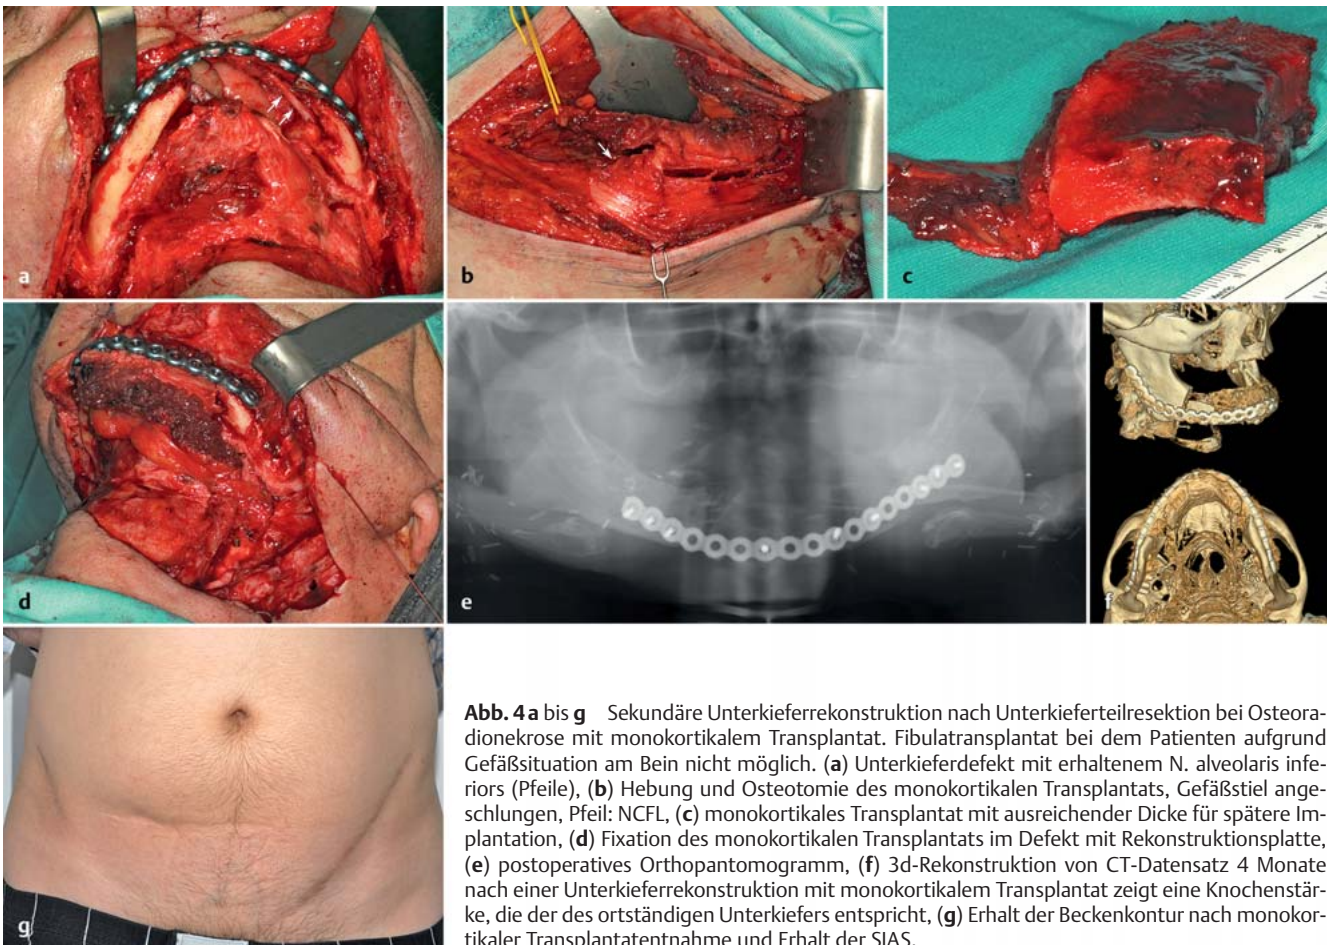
a bis g Sekundäre Unterkieferrekonstruktion nach Unterkieferresection bei Osteoradionekrose mit monokortikalem Transplantat. Fibulatransplantat bei dem Patienten aufgrund Gefäßsituation am Bein nicht möglich. (a) Unterkieferdefekt mit erhaltenem N. alveolaris inferioris (Pfeile), (b) Hebung und Osteotomie des monokortikalen Transplantats, Gefäßstiel angeschlungen, Pfeil: NCFL, (c) monokortikales Transplantat mit ausreichender Dicke für spätere Implantation, (d) Fixation des monokortikalen Transplantats im Defekt mit Rekonstruktionsplatte, (e) postoperatives Orthopantomogramm, (f) 3d-Rekonstruktion von CT-Datensatz 4 Monate nach einer Unterkieferrekonstruktion mit monokortikalem Transplantat zeigt eine Knochenstärke, die der des ortständigen Unterkiefers entspricht, (g) Erhalt der Beckenkontur nach monokortikaler Transplantatentnahme und Erhalt der SIAS.
